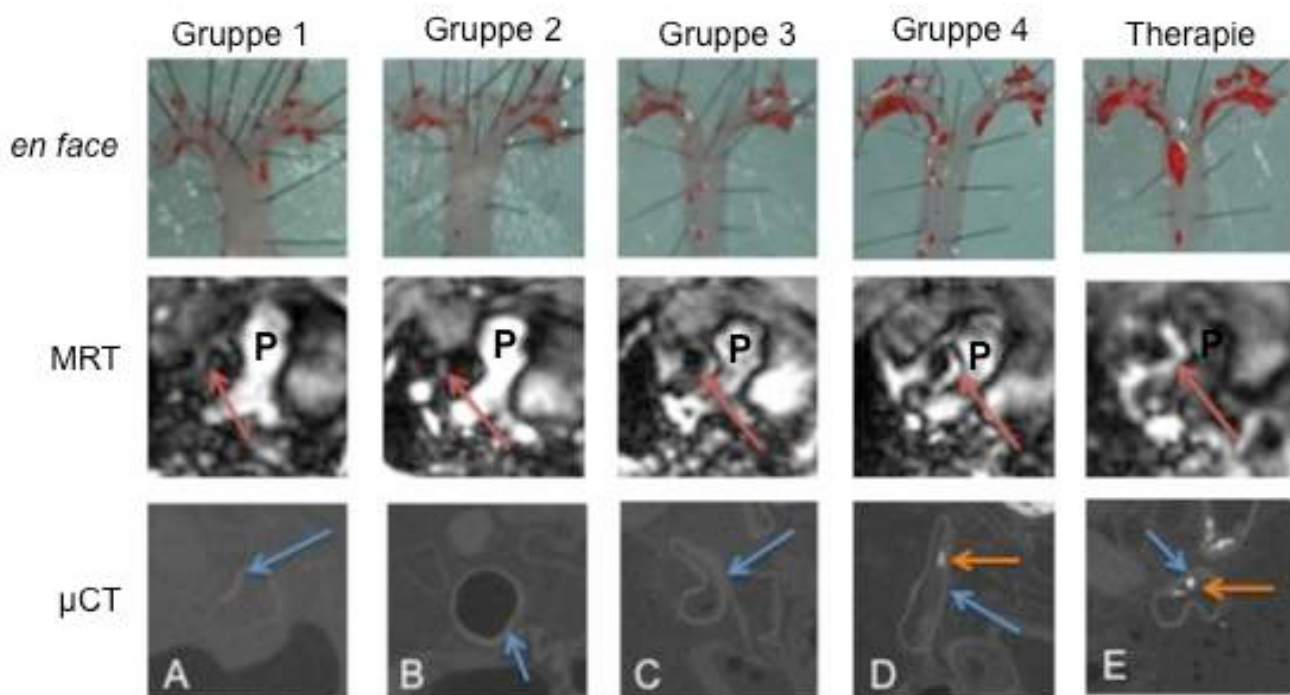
Plaqueprogression der Gruppen 1-4 und der Therapiegruppe in der μ CT (unten) im Vergleich zur MRT (mittig) und der *en face*-Präparation (oben)
